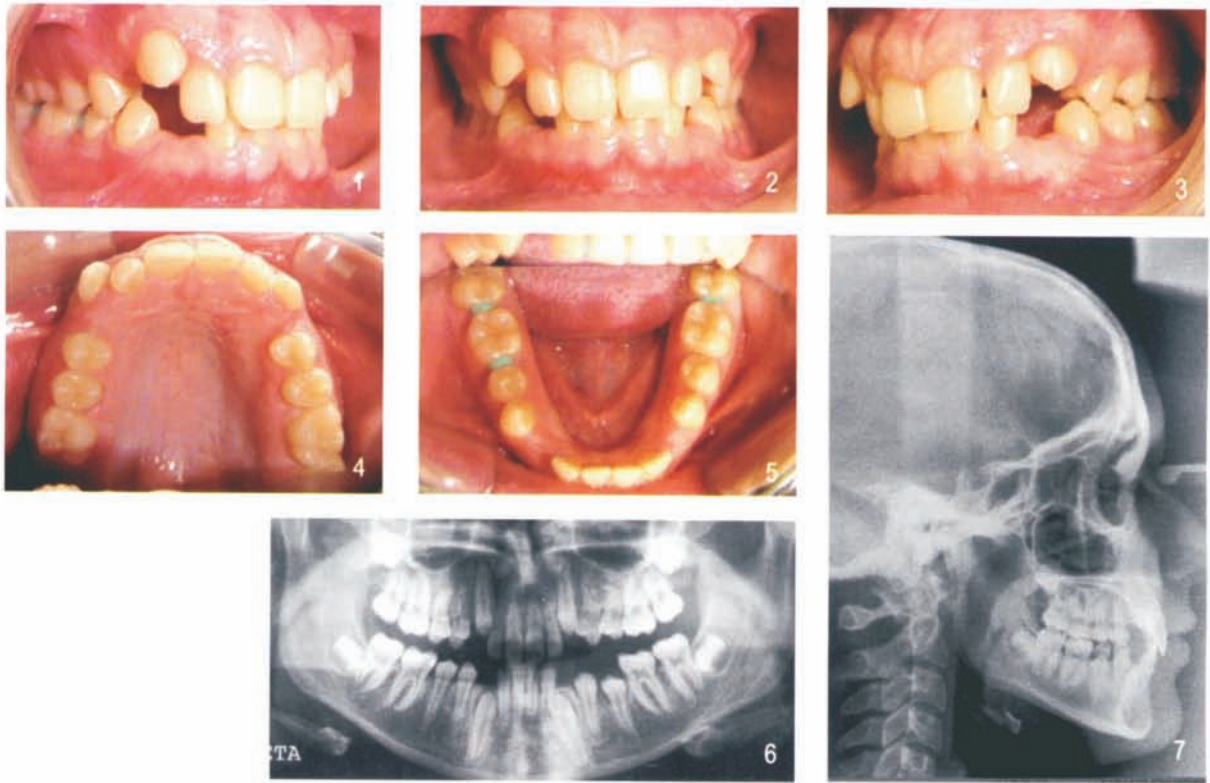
Fotografía inicial intraoral lateral derecha. 2. Fotografía inicial intraoral central. 3. Fotografía inicial intraoral lateral izquierda. 4. Fotografía inicial intraoral oclusal superior. 5. Fotografía inicial intraoral oclusal inferior. 6. Ortopantomografía inicial. 7. Teleradiografía de perfil inicial.
